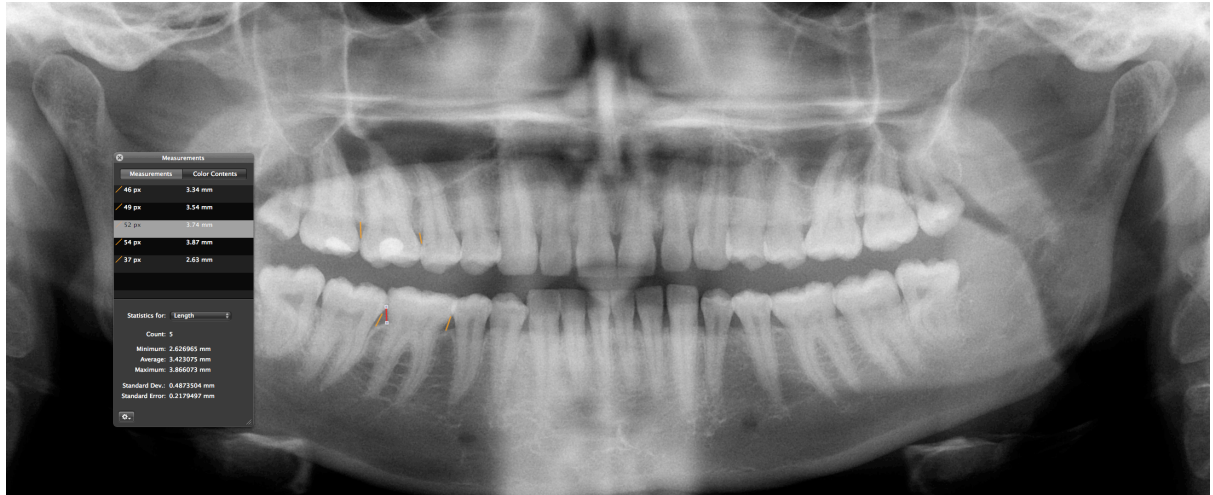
Характерна ортопантомограма пацієнта другої групи
